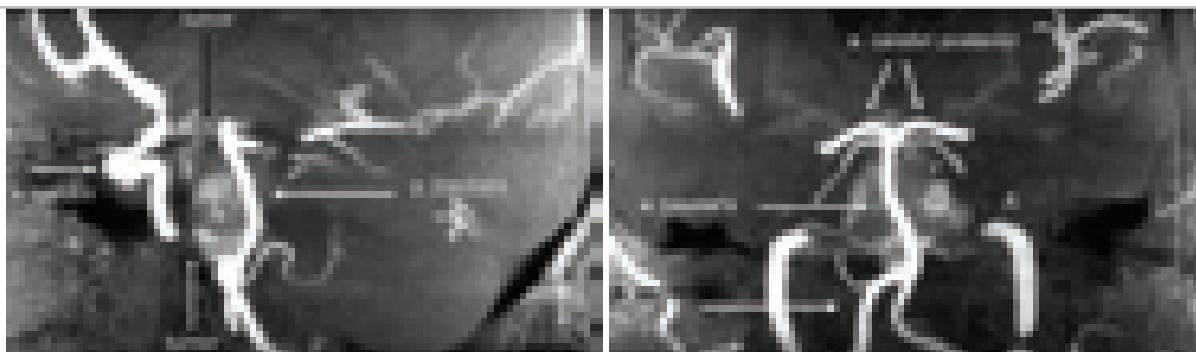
МРТ-ангиография больного с хордой основания черепа. Больной Ю., 58 лет. Опухоль обрастает a.basilaris на всем протяжении.
